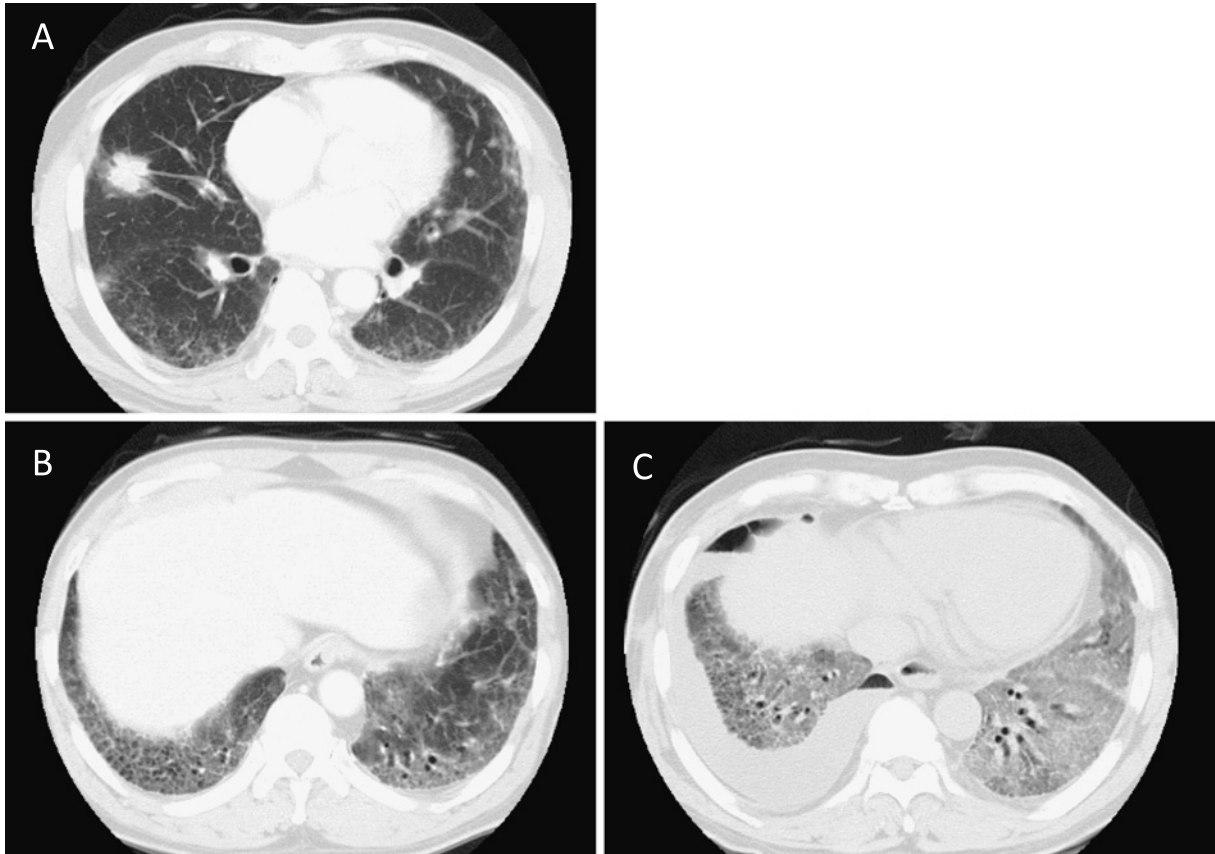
A typical case of acute exacerbation after pulmonary resection for lung cancer. A 69-year-old man was diagnosed with adenocarcinoma in the middle lobe (A). The basal slice of the CT scan showed bilateral subpleural interstitial reticular opacities with mild honeycombing (B). He underwent a right-middle lobectomy with radical lymph node dissection by video assisted thoracoscopic surgery. A pathologic examination of the middle lobe showed adenocarcinoma associated with usual interstitial pneumonia. He was re-admitted with aggressive dyspnea on day 19. A CT scan of the chest showed newly developed bilateral ground glass opacities on top of the preexisting fibrotic shadow (C). He was diagnosed with acute exacerbation of interstitial pneumonia and with maximal medical treatment, including steroid pulse and sivelestat sodium hydrate, was provided but resulted in little improvement. He died due to respiratory failure on day 59.
